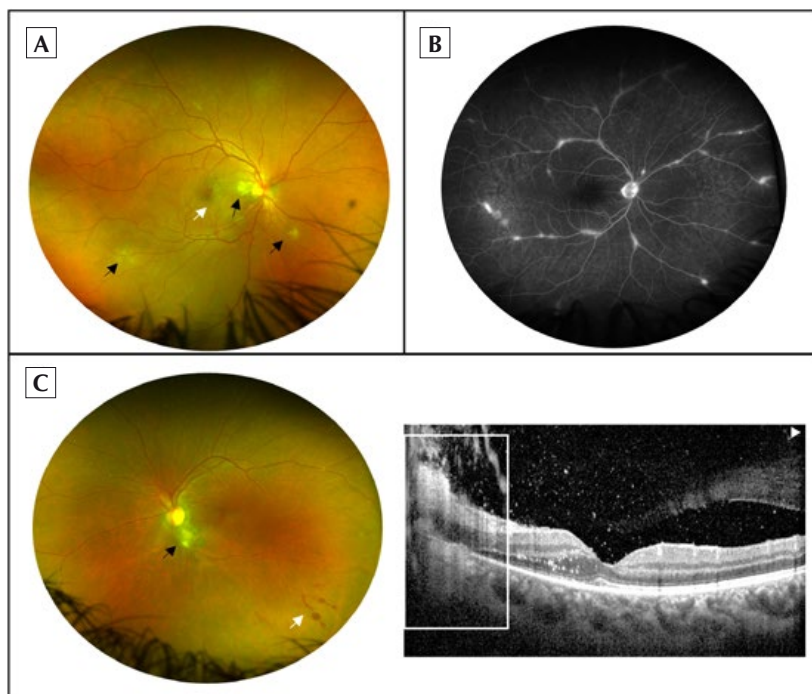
(A) Retinografia *ultrawidefield* a exemplificar neurorretinite com estrela macular (seta branca) e retinite multifocal (setas pretas), num doente com uveíte posterior secundária a infeção por Bartonella; (B) Angiografia fluoresceínica a mostrar vasculite oclusiva, num doente com Doença de Eales (C) Retinografia *ultrawidefield* e Tomografia de Coerência Ótica (OCT) a exemplificar retinocoroidite focal (seta preta), vasculite (seta branca) e vitrite, num doente com uveíte posterior secundária a infeção por toxoplasmose.
